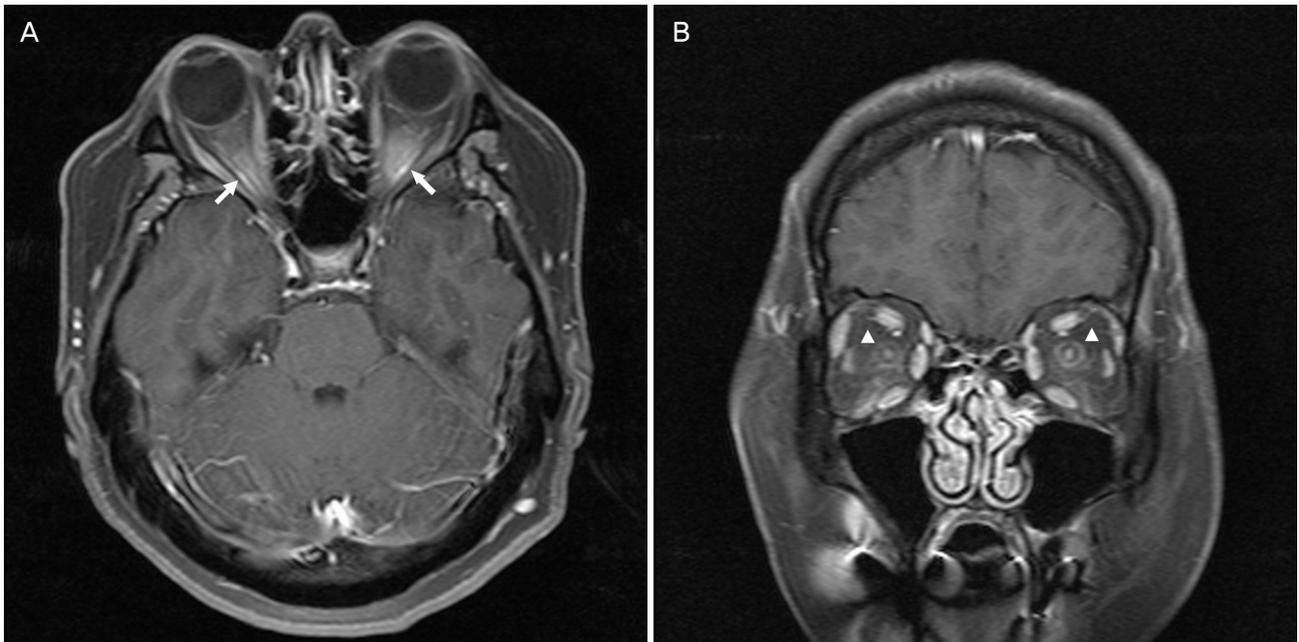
T1 post contrast fat suppression magnetic resonance images showing marked enhancement of the bilateral optic nerve sheath, (A) “tram track” sign and diffuse enhancement of optic nerve (arrows). (B) “donut sign” sign around optic nerve (arrowheads) (A, transverse view; B, coronal view).
